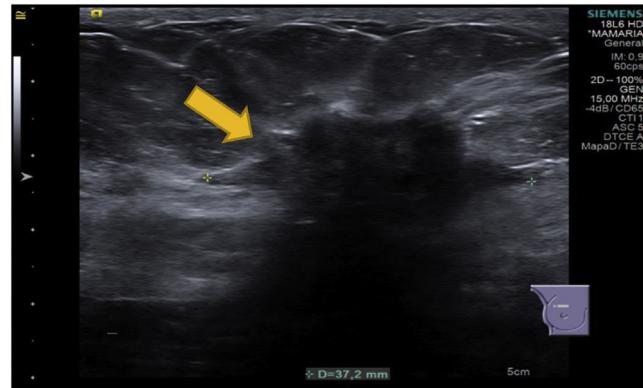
Imagen de ecografía de mama derecha previamente descrita: en intercuadrantes superiores ICS de la mama derecha se identifica una lesión de aproximadamente 37 mm de márgenes espiculados, que se presenta hipoeccogénica frente a tejidos circundantes, con restricción de la transmisión sónica (indicativo de gran densidad).
